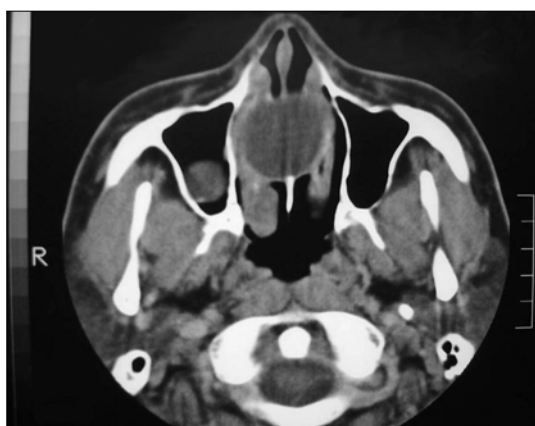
Axial CT scan of PNS in case 1 reveals that about 3.5 cm sized round low density mass with well defined border is noted in the middle of maxilla just above the oral cavity.
